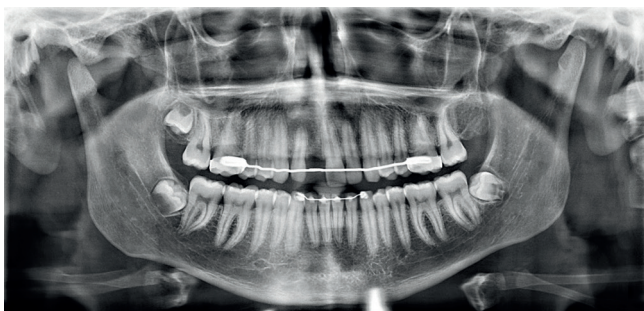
Orthopantomogram of the patient with upper and lower fixed retention after orthodontic treatment with brackets.
